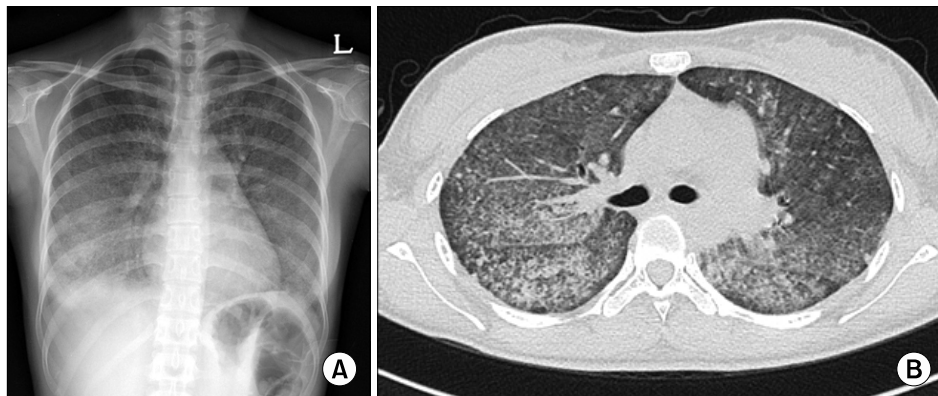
The initial radiologic findings. (A) Chest radiograph showed bilateral diffuse ground glass opacity. (B) High resolution computed tomography scan of the thorax showed bilateral diffuse ground glass opacity, interlobular septal thickening and multifocal consolidation in both basal lung.
